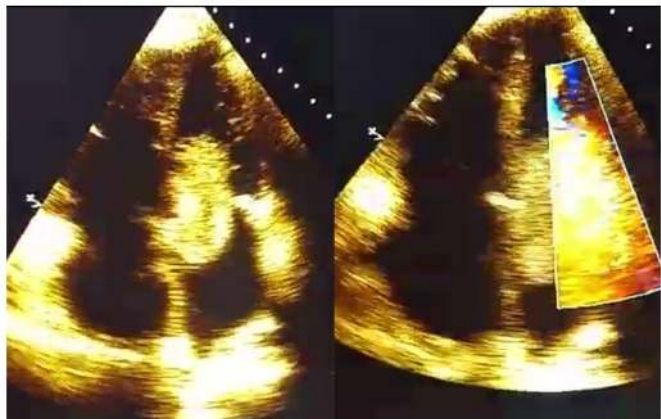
Ecocardiograma transefágico demonstrando comprometimento das câmaras cardíacas esquerdas por massa sugestiva de mixoma.
